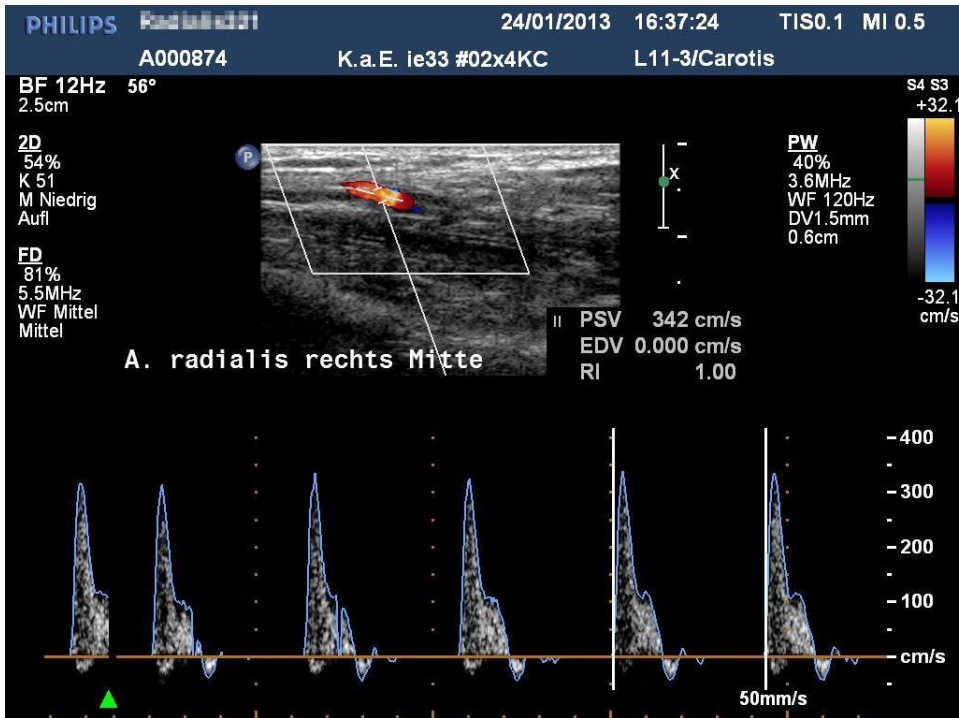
Fokale Stenosierung der A. radialis, Längsschnitt (links distal, rechts proximal), farbcodierte Duplexsonografie kombiniert mit pw-Doppler-Sonografie. Im Farbdoppler tritt Aliasing (Farbumschlag von hellrot nach hellblau als Zeichen für über der Aliasgeschwindigkeit (hier 32,1 cm/s) liegende Flussgeschwindigkeiten) auf, im pw-Doppler systolische Spitzengeschwindigkeit von 3,4 m/s. Beachte den Unterschied zum normalen Frequenz-Zeit-Spektrum in Abbildung 7 und Abbildung 4.
